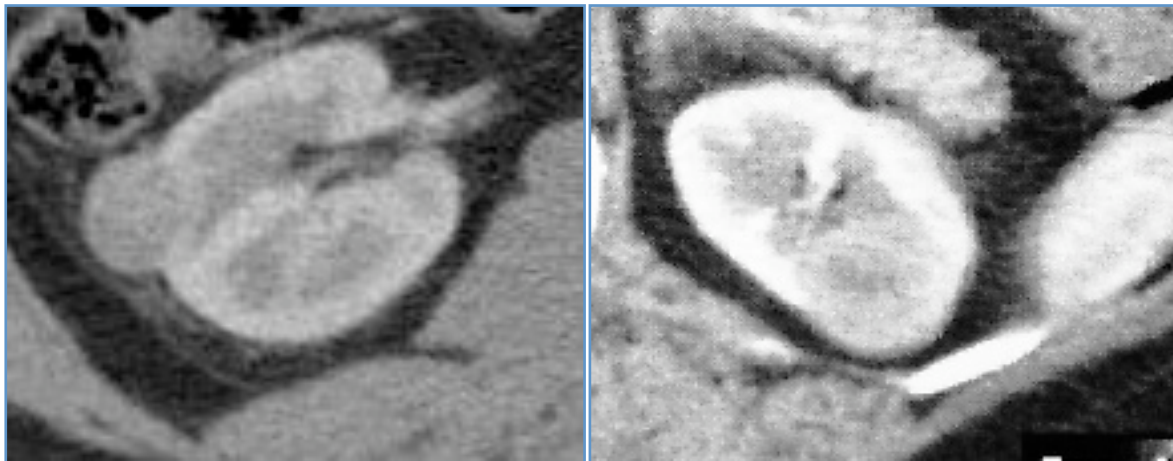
Computertomographische Bilder (arterielle Phase) von Nierenzellkarzinomen, links: Kortikal-exophytisch lokalisiert, rechts: Zentral-parenchymatös lokalisiert (Mit freundlicher Genehmigung der Gemeinschaftspraxis Radiologie/ Nuklearmedizin Dr. Calleja et al., Langenhagen sowie der Radiologie am Raschplatz, Dr. Fricke et al., Hannover)
